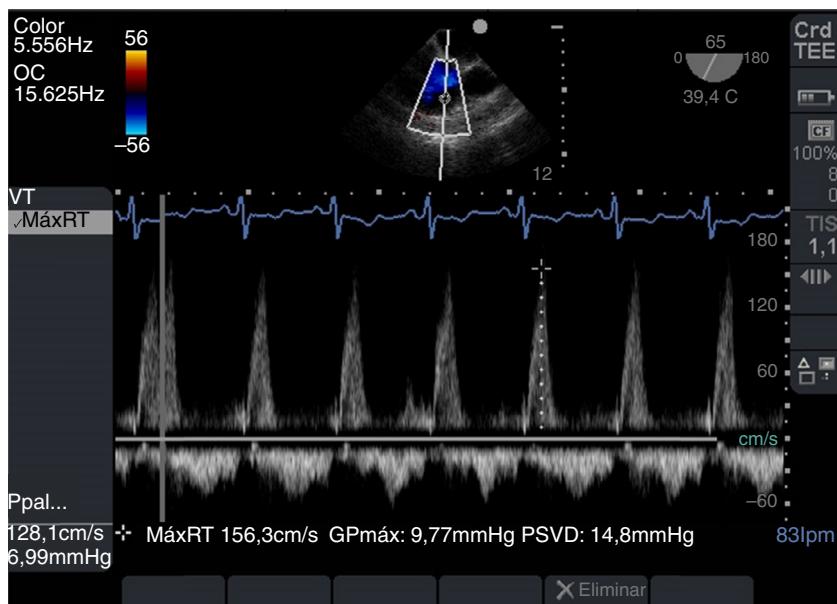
ETE: imagen bicava modificada, 65°, con doppler continuo en reflujo tricuspídeo. Presión sistólica de arteria pulmonar normal: 26,8 mmHg (presión sistólica de VD 14,8 + 12 de presión venosa central [PVC] = 26,8 mmHg).
